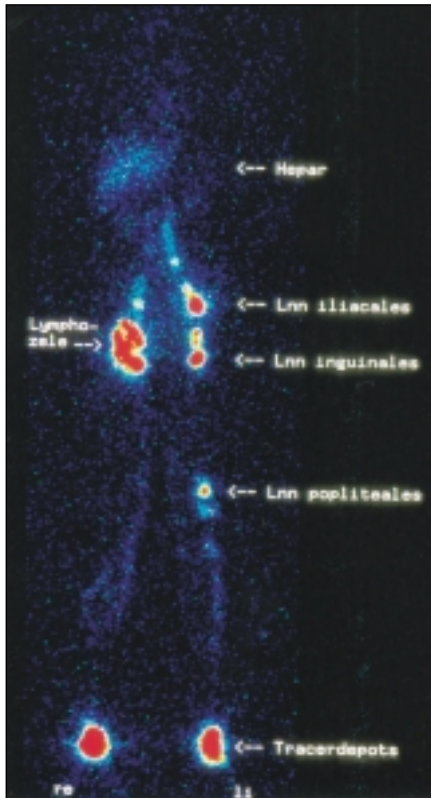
Statisches Lymphszintigramm bei sonographisch nachgewiesener Lymphozele rechts: größerer Speicherbezirk rechts inguinal; rarefizierte Darstellung iliakaler Lymphknoten; links unauffälliger Befund
